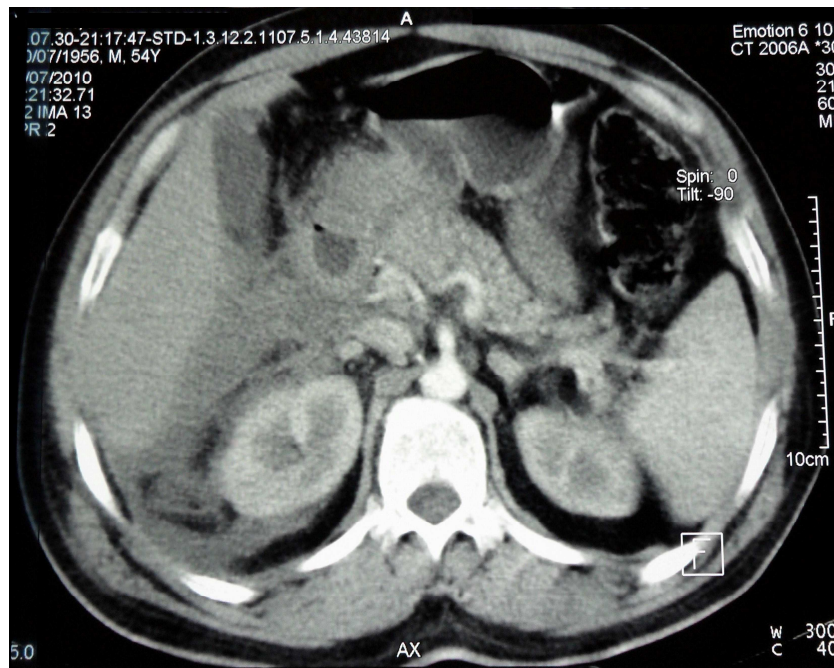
Image TDM avec contraste, qui montre une pancréatite grade D avec des coulées de nécrose péripancréatiques
